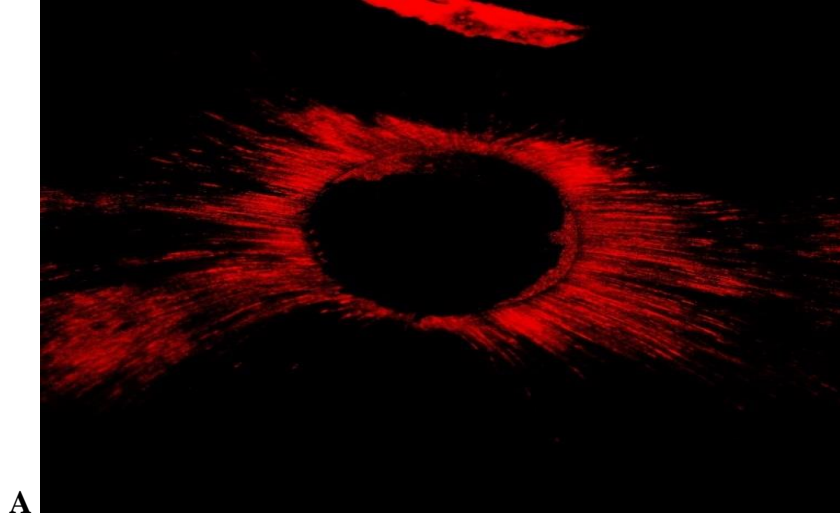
TK-NA grubunda, A; koronal B; orta C; apikal dentin kesitlerinden alınan CLSM görüntüleri (4X).
